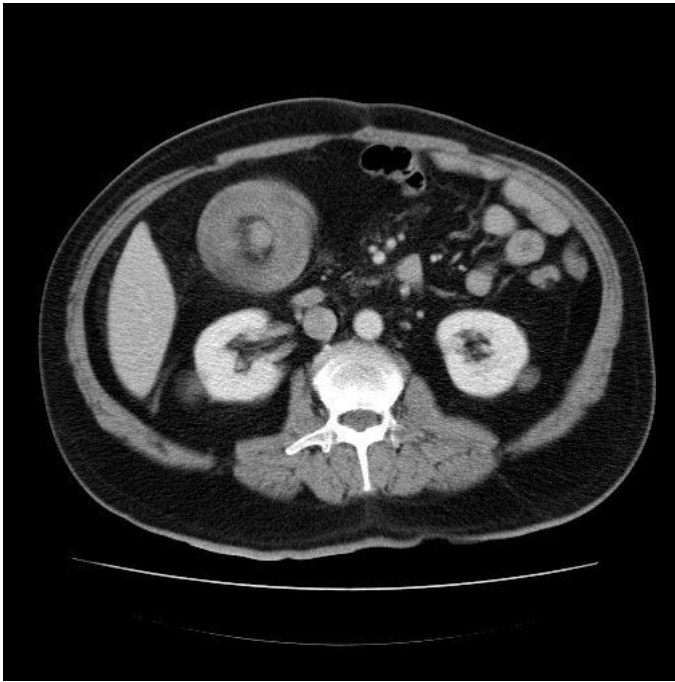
Tomografía axial computarizada abdominal en la que se puede evidenciar edema de pared, con signo típico de Diana a nivel de colon ascendente llegando hasta ángulo hepático (Tomada por: Dr. Roberto Ángel Núñez González).
